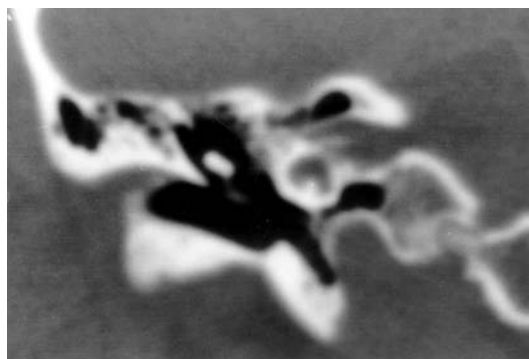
Aplasia de Mondini en TC coronal. La cóclea presenta una compartimentación incompleta coincidiendo con una dilatación del conducto auditivo interno.
